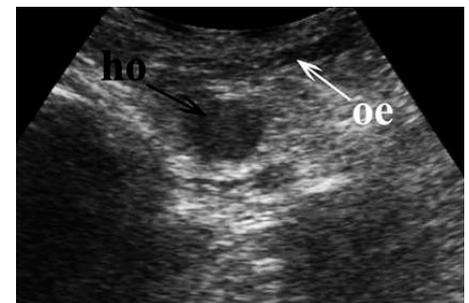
Ecografía de una hernia obturatriz. (ho: hernia obturatriz; oe: músculo obturador externo).
